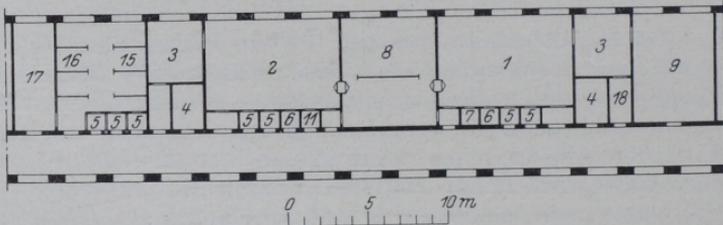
Röntgendiagnostikabteilung für ein mittelgroßes Krankenhaus mit etwa 100 Betten ohne eigenen Radiologen mit Abteilung für Diathermie und Lichtbehandlung. 1 Röntgendiagnostikraum für Durchleuchtung und Aufnahmen des Verdauungskanales, Thorax- und Herzuntersuchungen usw. 2 Diagnostikraum für Skelettaufnahmen, Fremdkörperlokalisation und -extraktion usw. 3 Schutz- und Bedienräume. 4 Maschinenräume. 5 Ankleideräume. 6 WC für Patienten. 7 Breiküche. 8 Dunkelkammer mit Licht- und Plattenschleuse. 9 Plattenschauraum, Befundraum und Registratur. 11 Raum für Putzmaterial und Ausguß. 15 Lichtbehandlung. 16 Diathermieabteilung. 17 Reservieraum bzw. Schwesternraum. 18 Wäscheraum.
